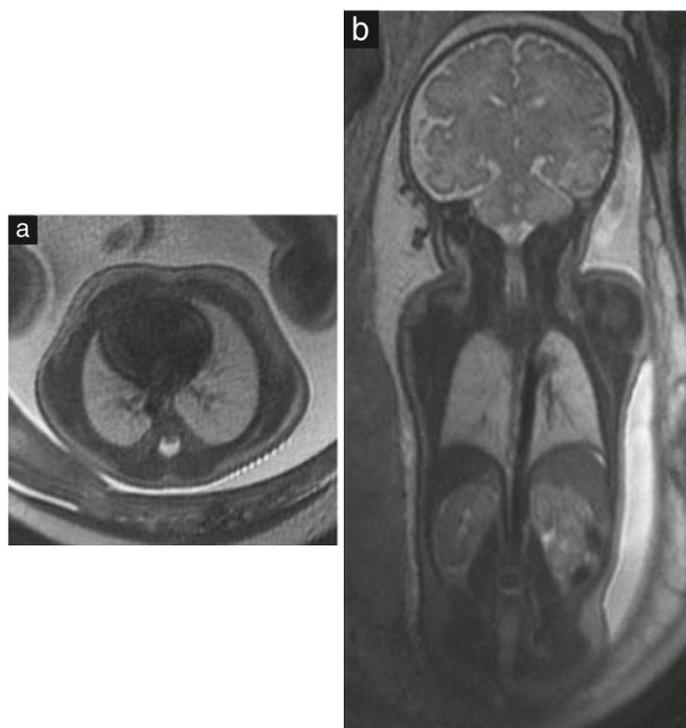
(a) Imagen de resonancia magnética ponderada en T2 axial en un Feto de 22 + 5 semanas que muestra tórax y pulmones de forma normal con señales regulares de la misma edad. (b) Imagen coronal potenciada en T2 que muestra además partes del hígado, riñones y glándulas suprarrenales.
